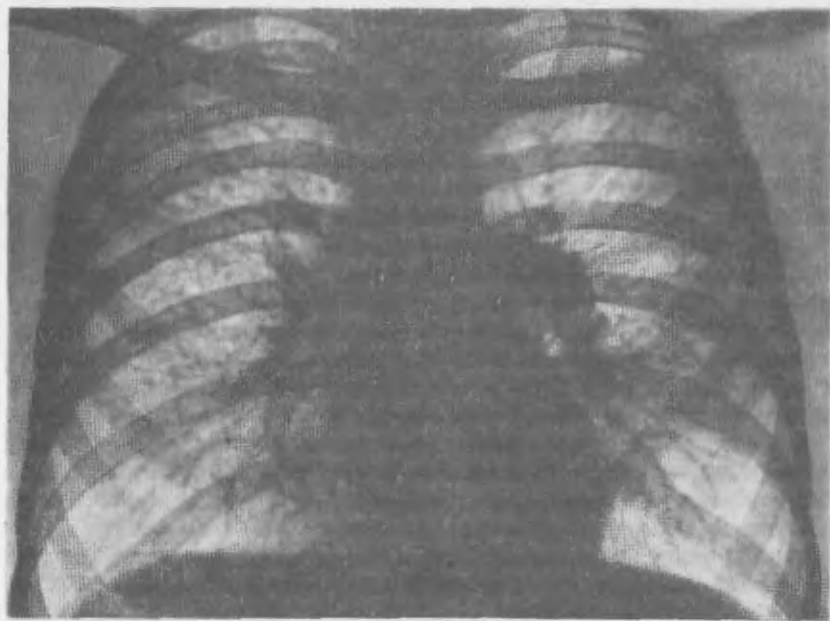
Обзорная рентгенограмма легких больного гистиоцитозом X (ранняя стадия). Диффузные интерстициальные изменения преимущественно в верхних и средних отделах обоих легких, немногочисленные рассеянные очаги, умеренная реакция корней.
